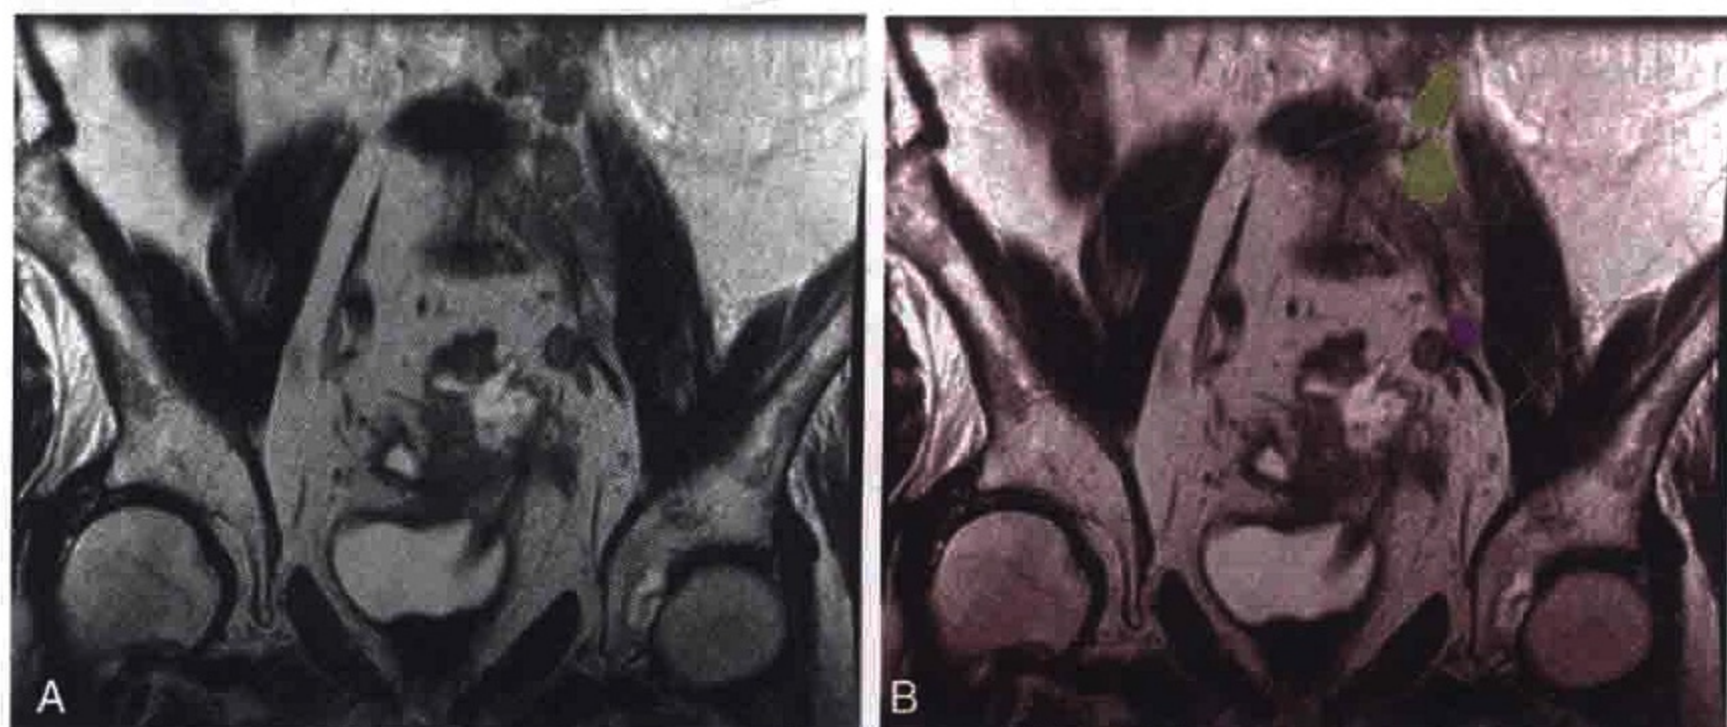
冠状位 T2 加权 MRI 图像示膀胱癌向头侧转移至左侧髂外（紫色）和左侧髂总淋巴结（绿色）。该例合并膀胱憩室
